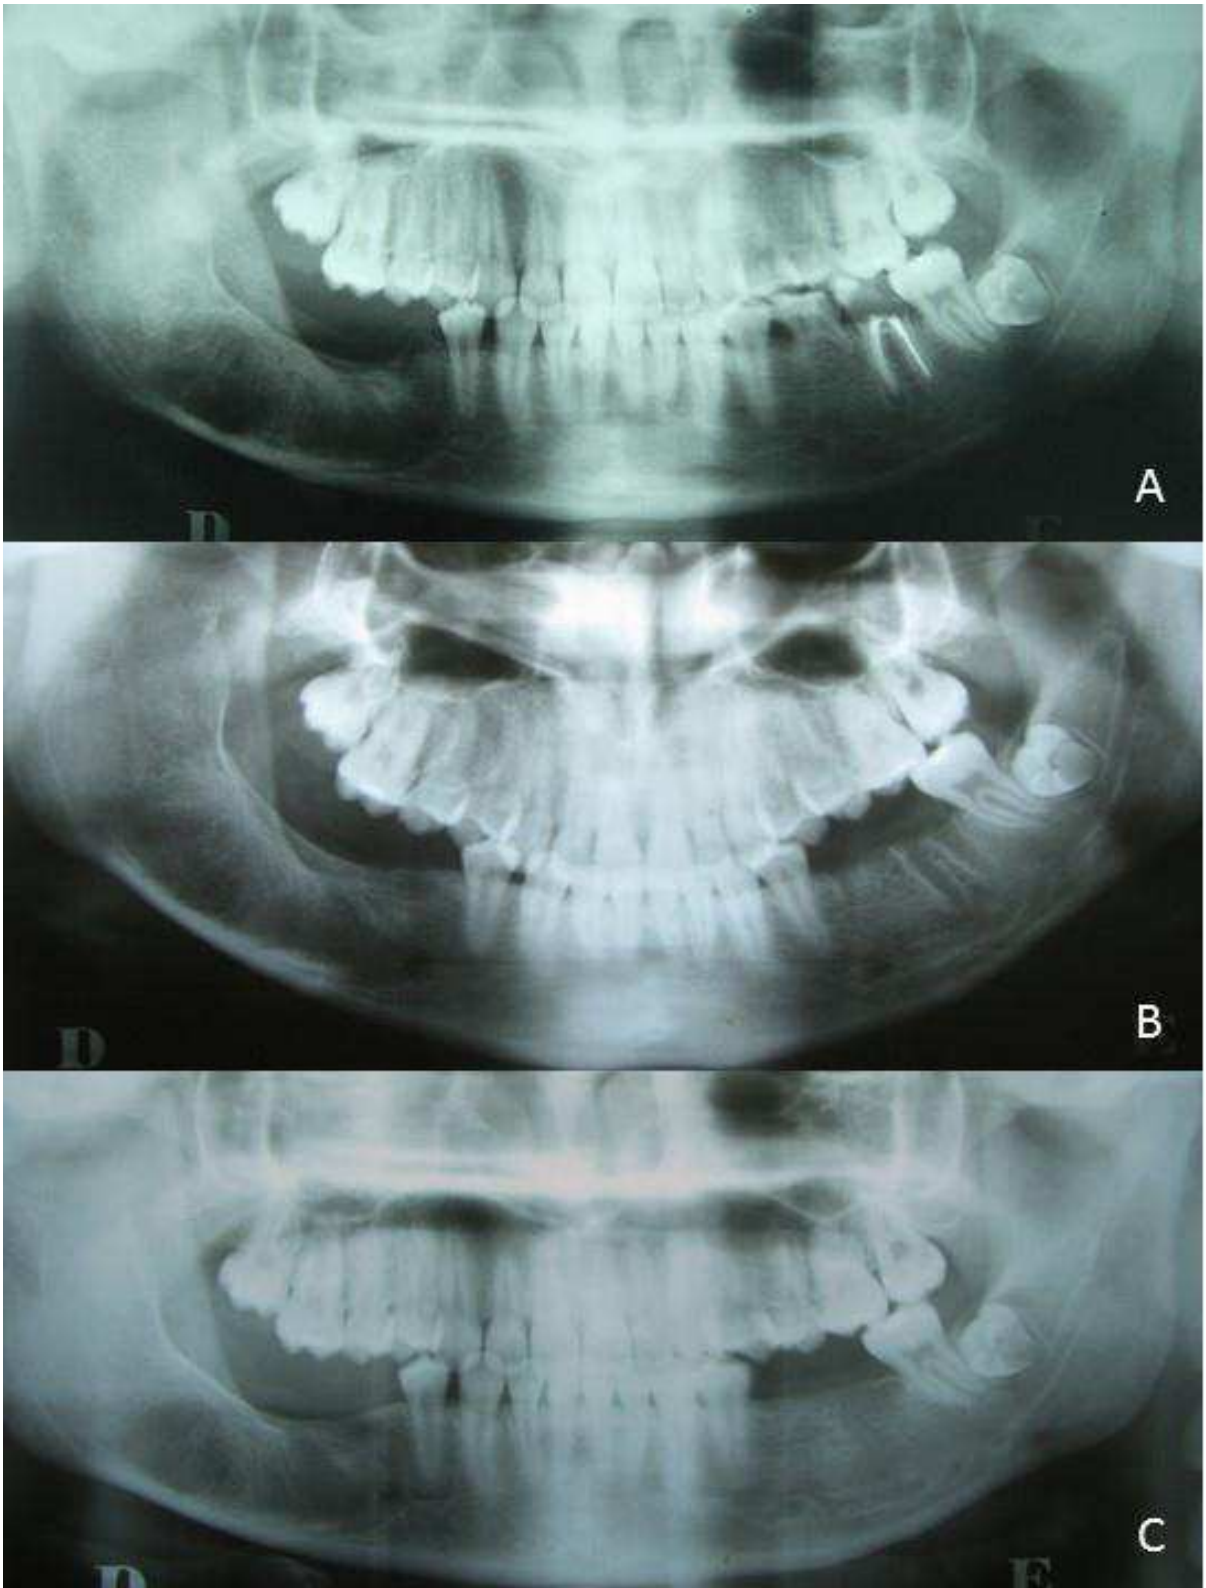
Sequência de radiografias panorâmicas após o tratamento cirúrgico: A: 6 meses; B: 11 meses; C: 17 meses.
